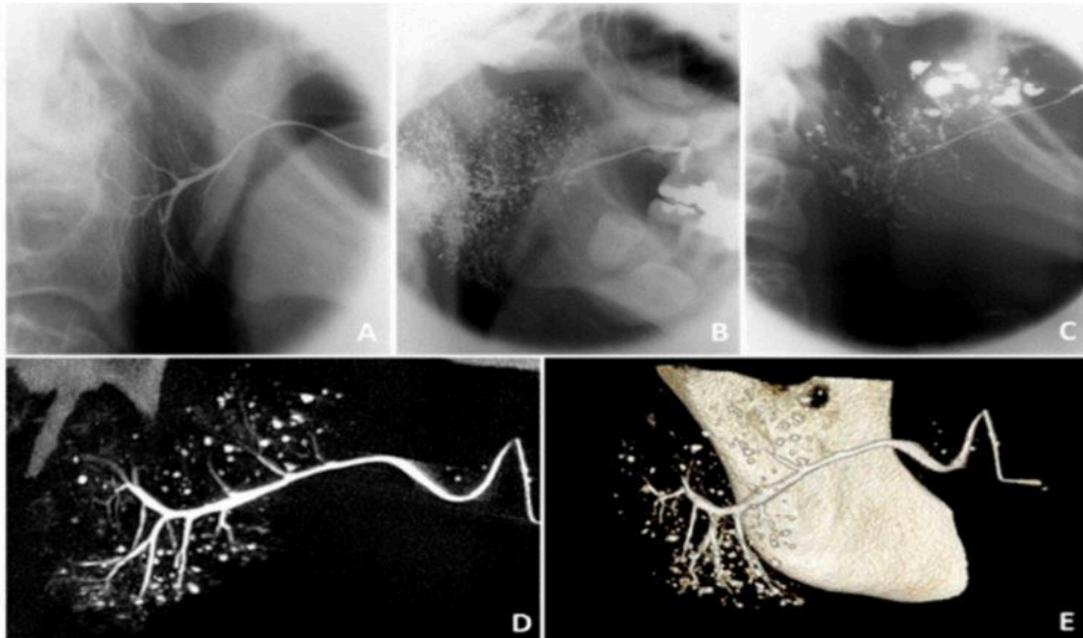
Hallazgos en la sialografía: Sialografías de glándula parótida que muestran A) ninguna anomalía en un sujeto sano, B) sialectasia puntiforme / globular en un paciente con SSp, C) sialectasia globular / cavitaria en un paciente con SSp. D) Imagen bidimensional sialo-CBCT (Cone Beam Computed Tomography) y E) imagen tridimensional sialo – CBCT de la glándula parótida de un paciente con SSp, que muestra una anchura normal del conducto primario, una escasez moderada de ramas ductales y numerosas sialectasias diversas.³⁶
